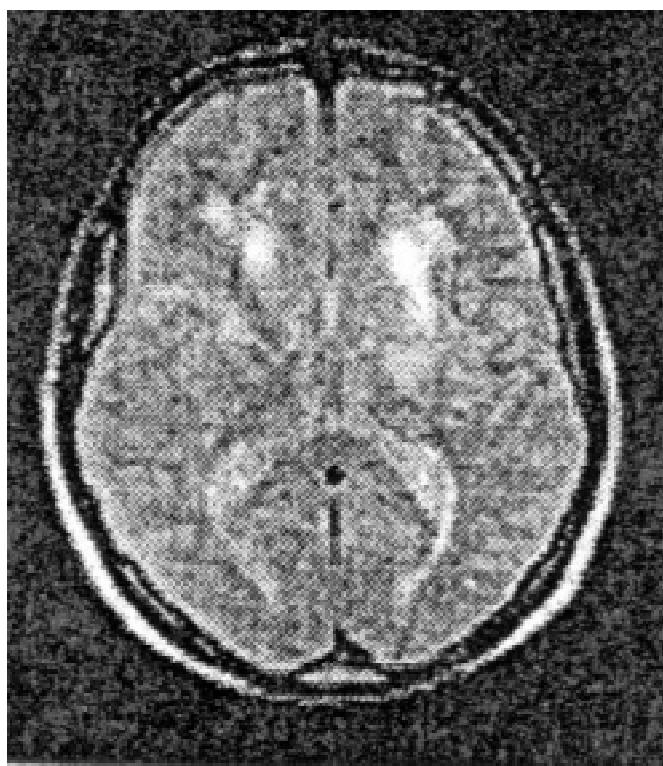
МР-томограма хворого Р., 65 років. ХПМК III ст. Т2-зважене зображення. Множинні лакунарні осередки переважно перивентрикулярно
